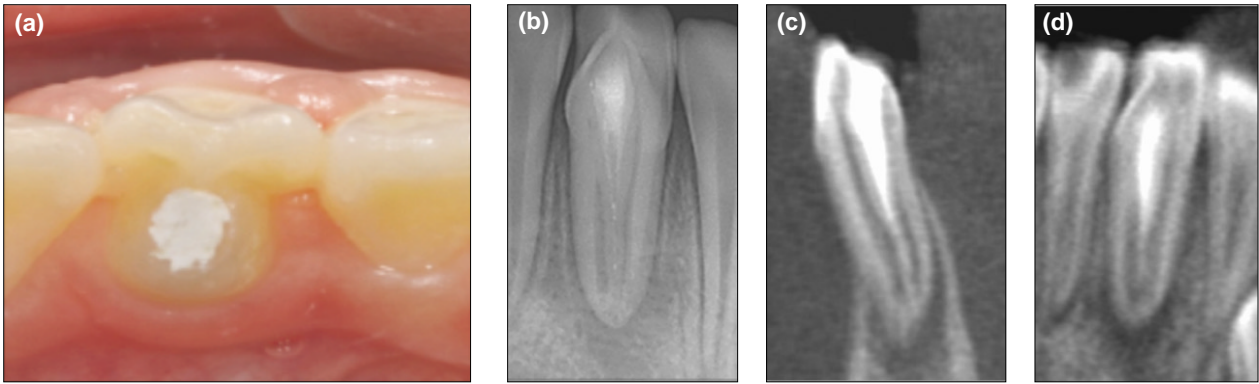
After initial pulp treatment of only invagination. (a) Intraoral photograph of access opening site. (b) Periapical radiograph. (c,d) Computed Tomography.
